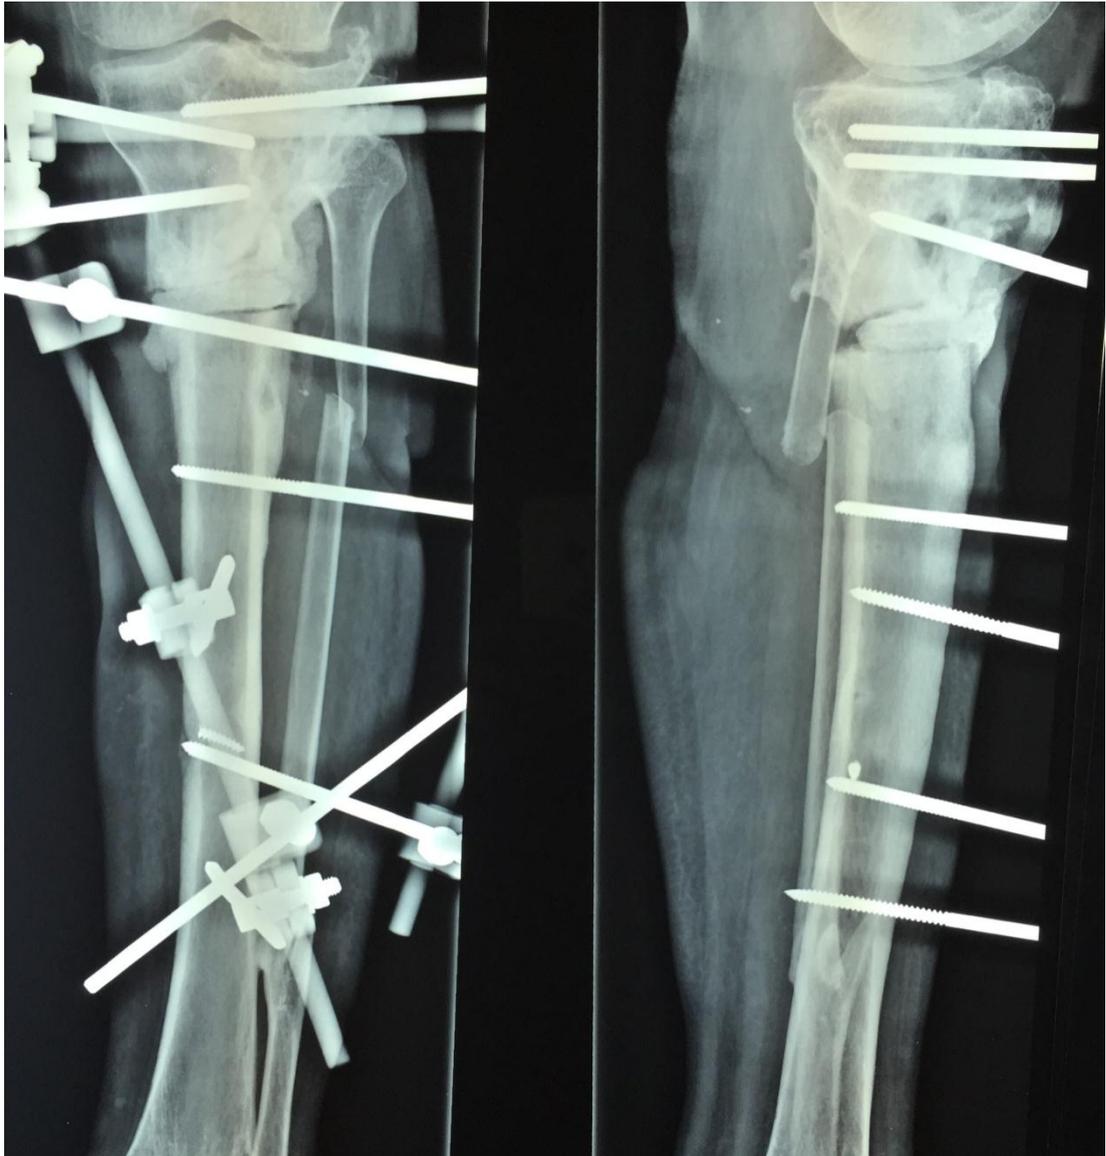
Radiografía de pierna izquierda con proyecciones anteroposterior y lateral donde se observa fractura proximal de tibia y peroné; estudio realizado el 24 de septiembre de 2014.
